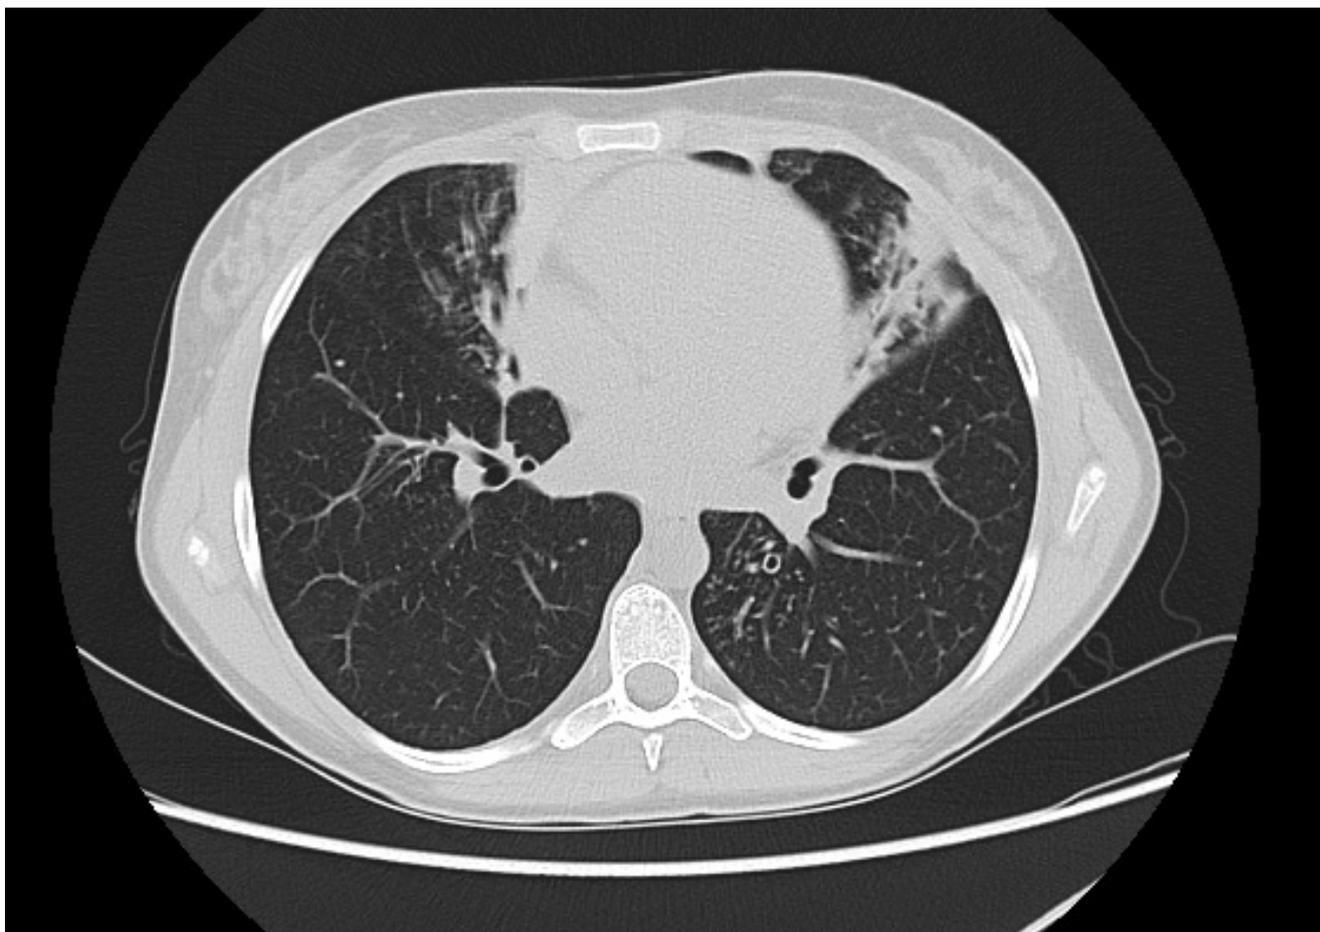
КТ-картина муковисцидоза у пациентки Q.K. через 2 месяца после COVID-19: КТ-признаки муковисцидоза, хронического бронхита, пневмофиброз S5 правого лёгкого и S3,4,5,8 левого лёгкого, цилиндрические бронхоэктазы S2,3,4,5,8 правого лёгкого и S3,4,5,6,8 левого лёгкого
